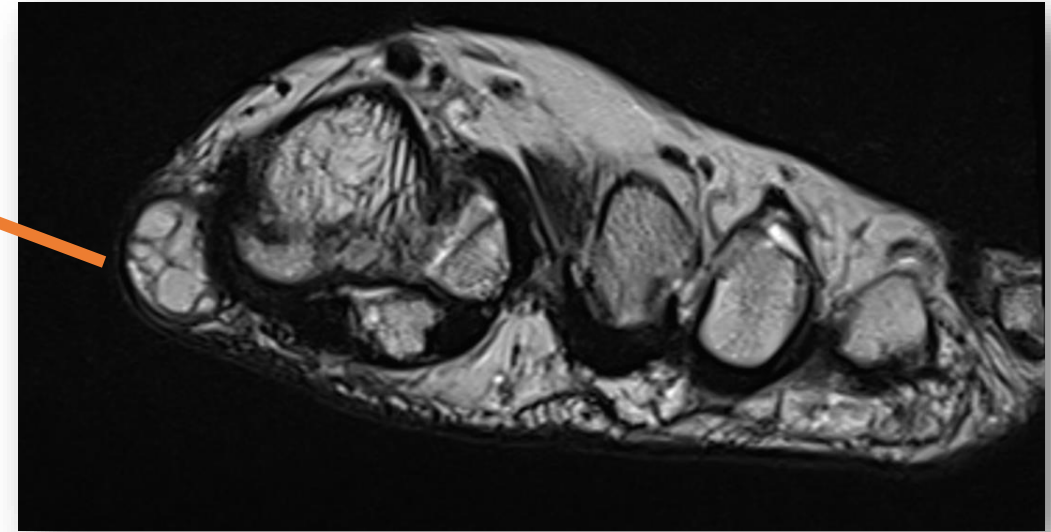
Secuencia potenciada en T2 de RM en la que se aprecia el “*dark reticular sign*”.
